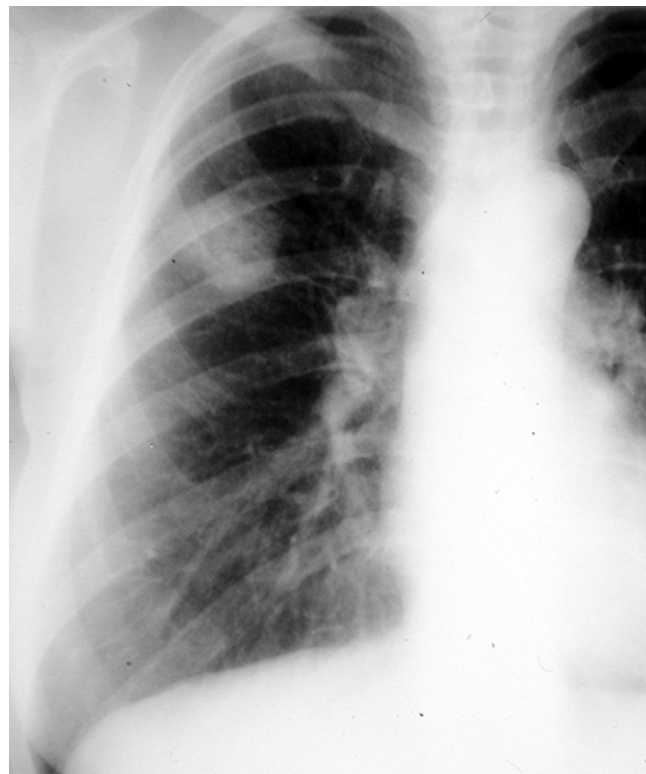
Radiographie thoracique de face.
